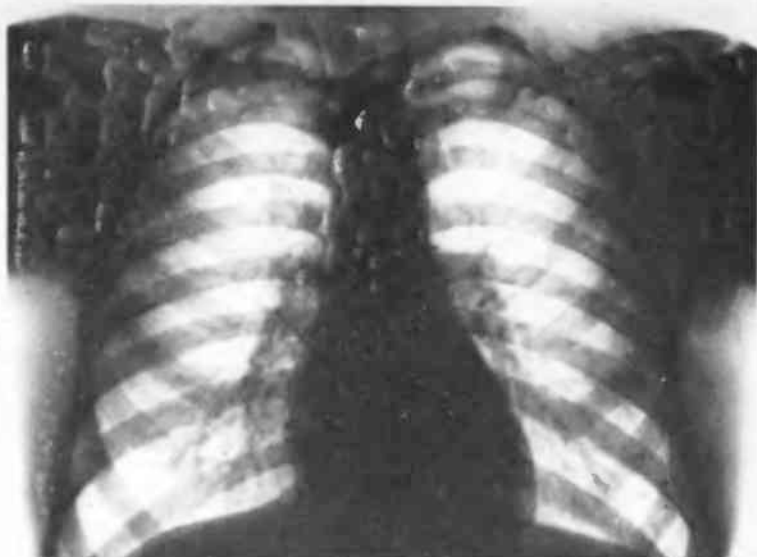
Обзорная рентгенограмма сердца в прямой проекции.
